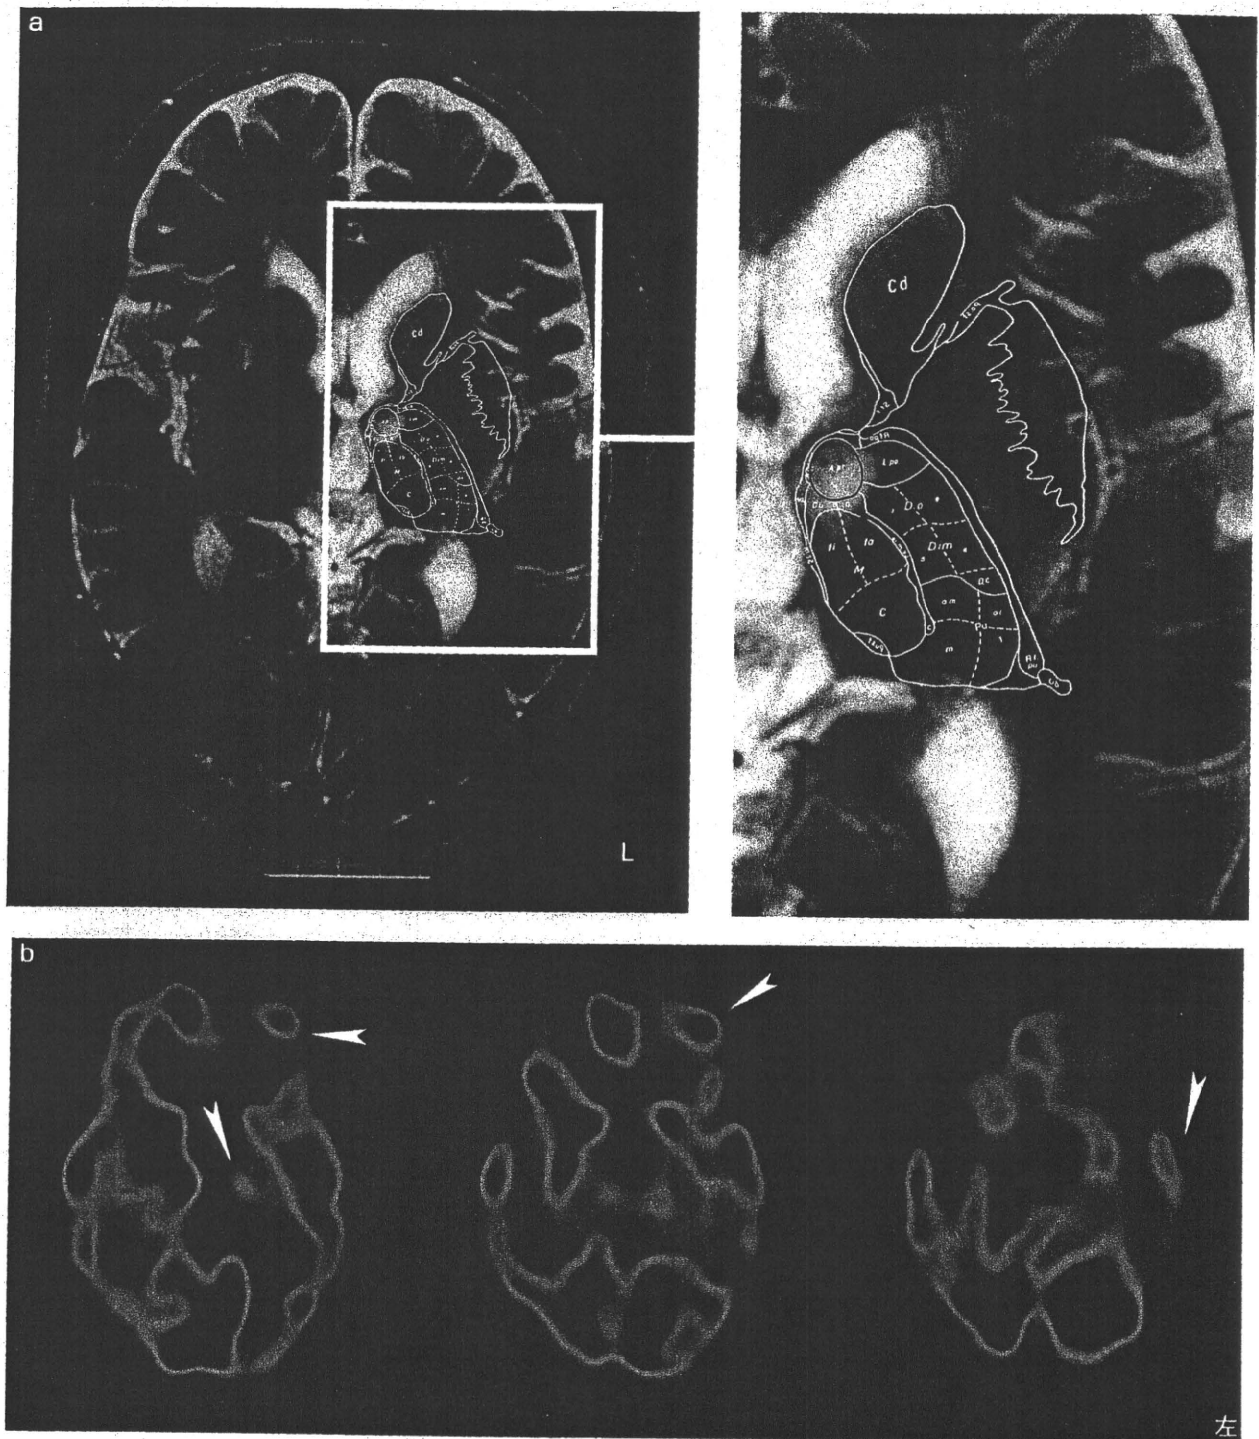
左視床前核梗塞例のMR画像とSPECT画像
